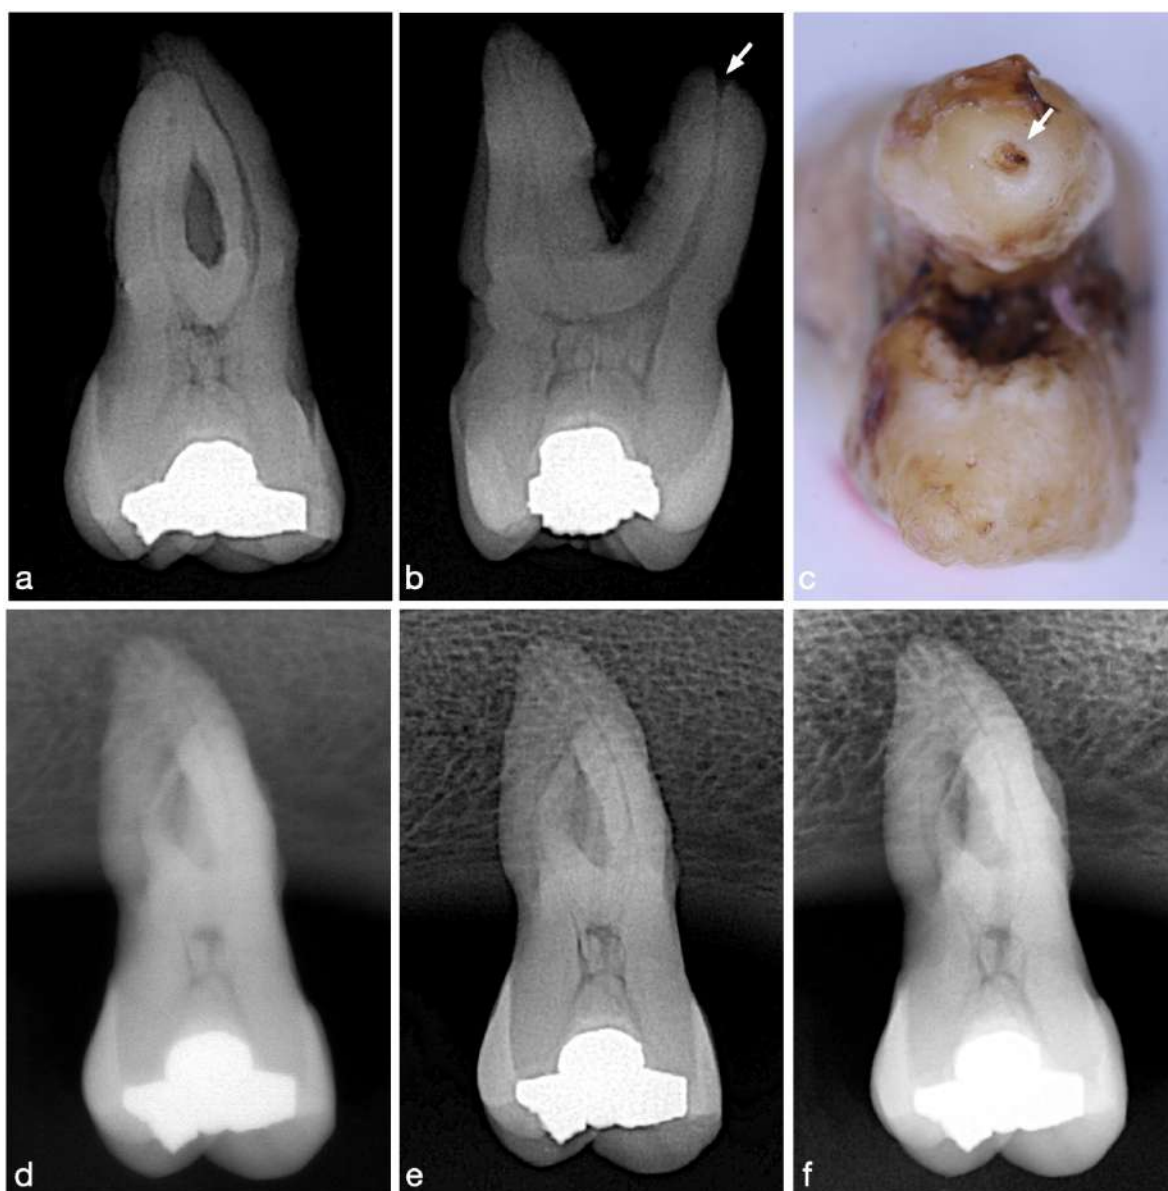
Ejemplo de órgano dental evaluado con ápice abierto: OD 16, con ápice abierto en el conducto palatino. a) Radiografía de control con angulación ortorradiar. b) Radiografía de control con angulación mesiorradial, en la que se observa el ápice abierto del conducto palatino (flecha). c) Registro fotográfico macro de la porción apical del OD (ápice palatino señalado con una flecha). d) Radiografía periapical tomada con RVG Acteon. e) Radiografía periapical tomada con RVG Eighteeth. f) Radiografía periapical tomada con el RVG Woodpecker.
